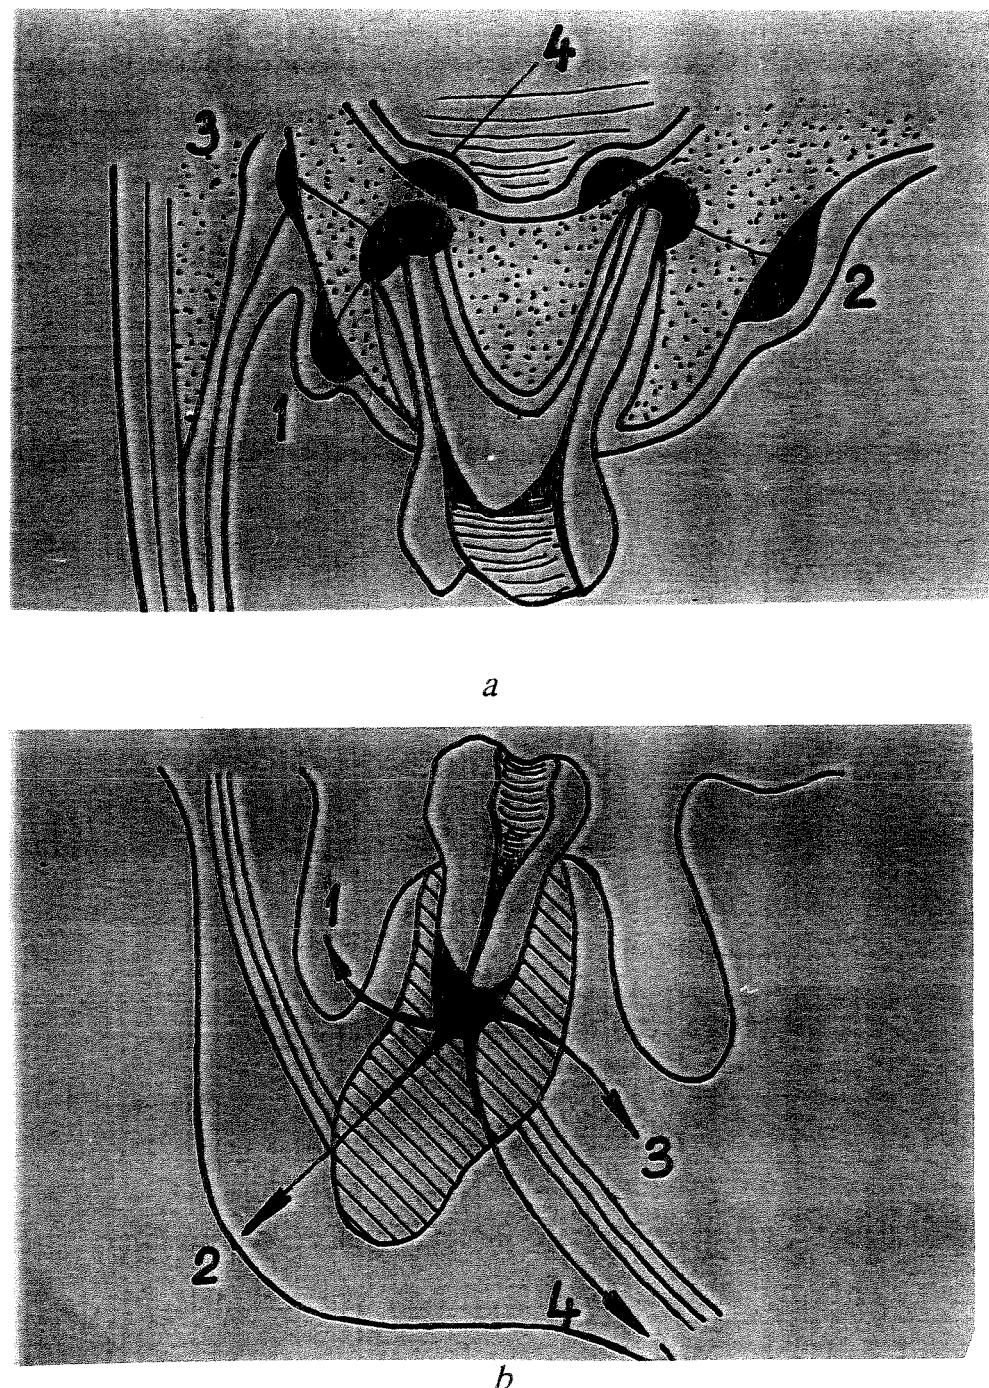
Modalități de difuzare a infecțiilor periapicale la maxilar (a) și mandibulă (b) - după RUPPE.
